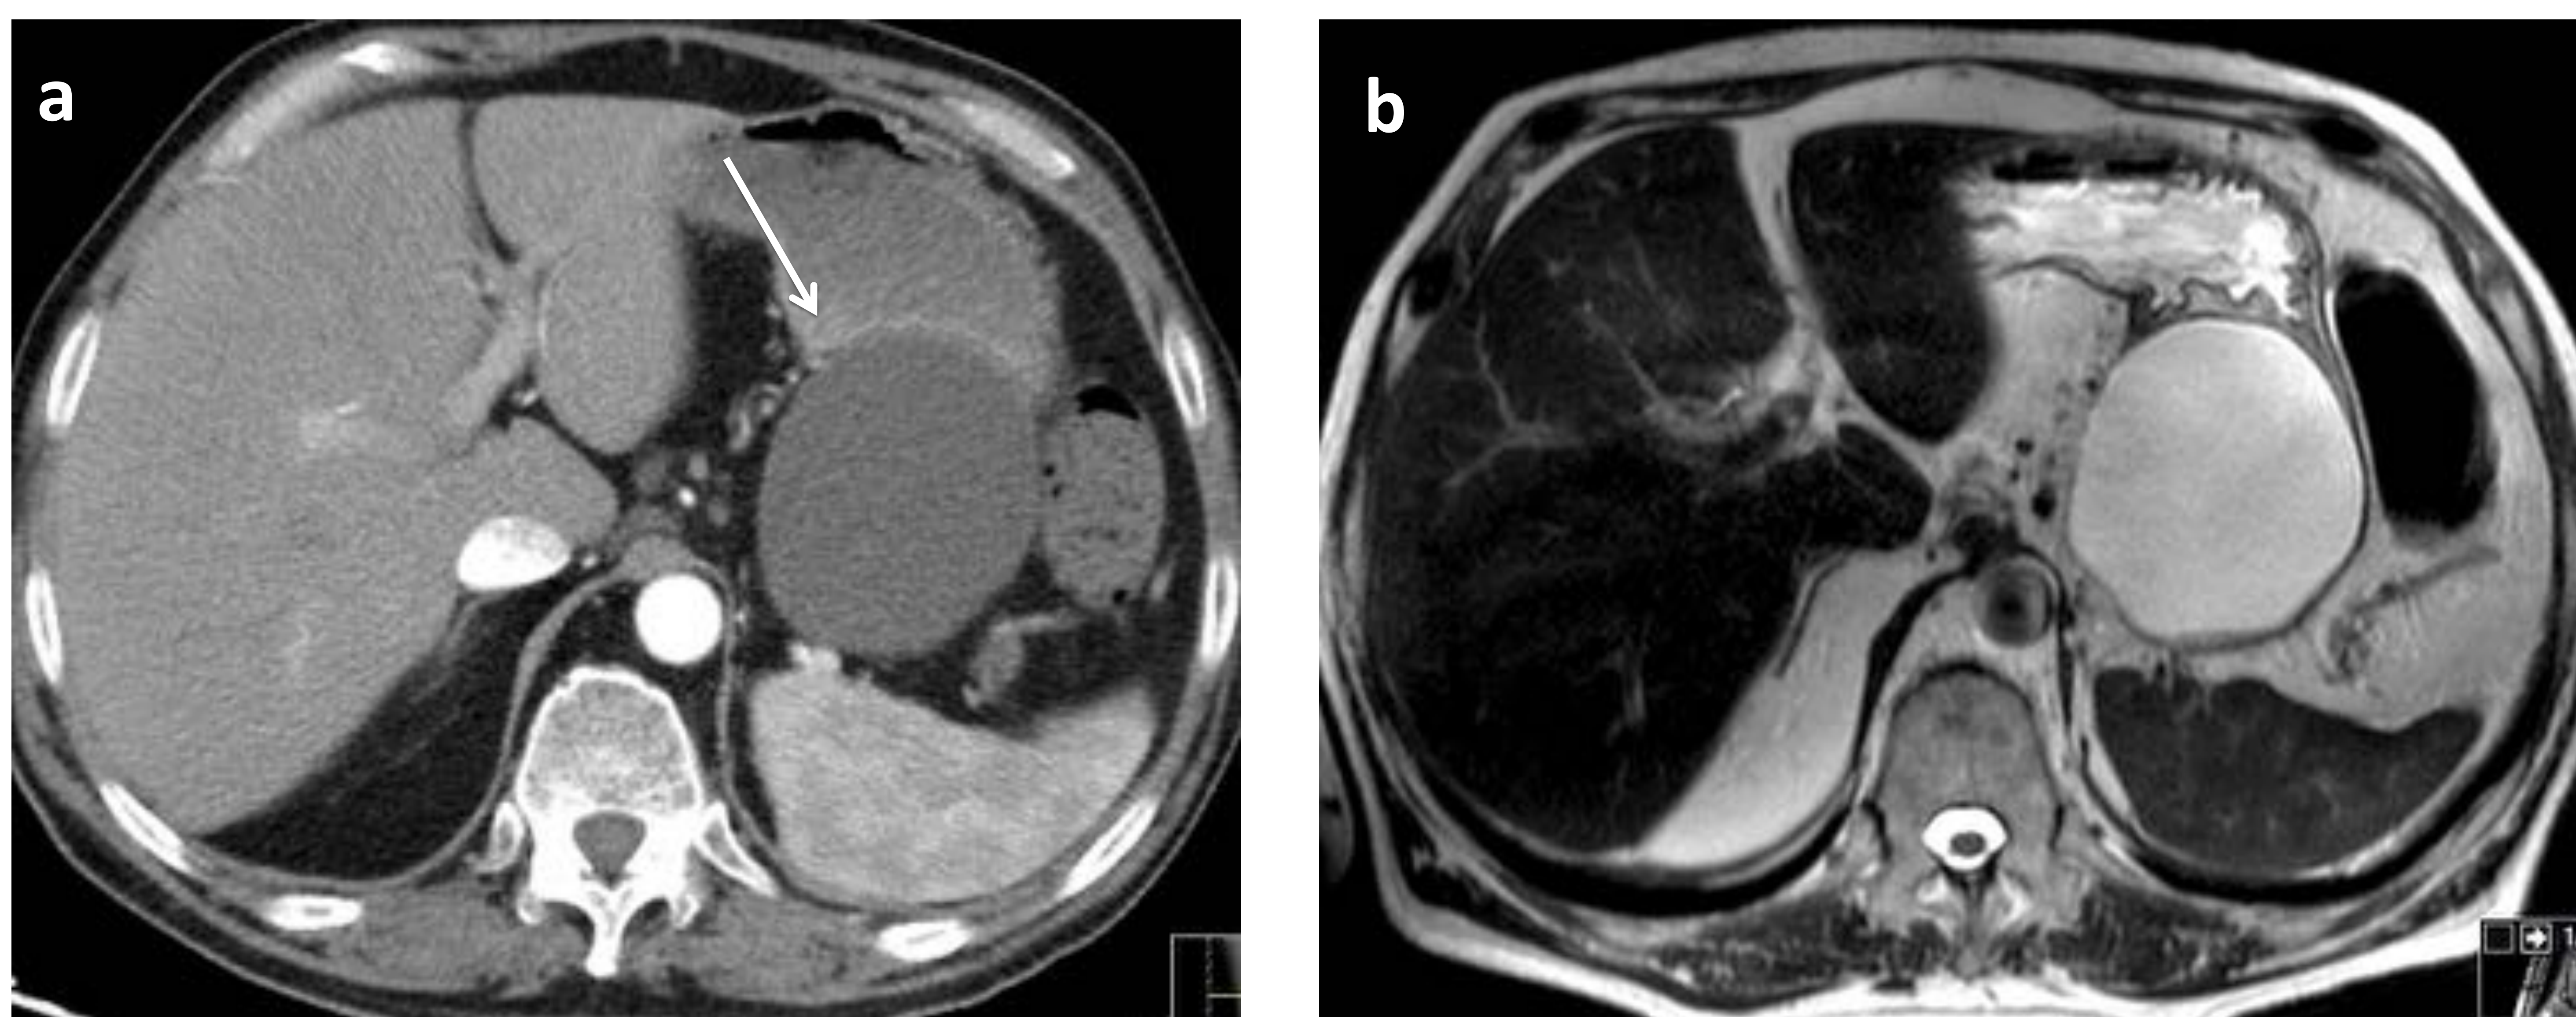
Pancreatitis edematosa intersticial, hombre de 57 años. La TC obtenida 6 semanas después del inicio de la clínica (a) muestra una colección homogénea y bien definida con pared realzante (flecha). En la imagen de RM potenciada en T2 (b), se evidencia un pseudoquiste. Tenga en cuenta la señal homogénea del mismo en T2.
